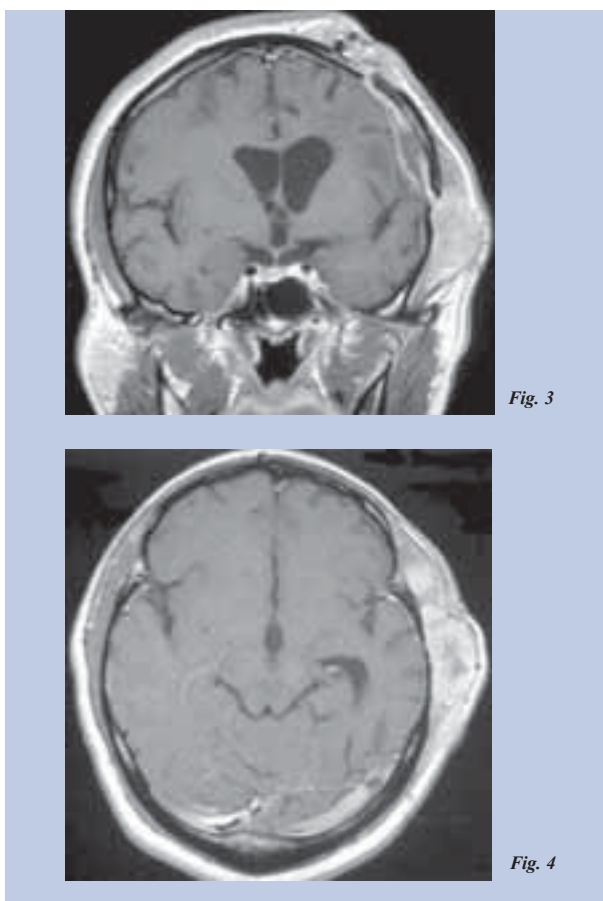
Ressonância magnética encefálica, imagens axial e coronal, ponderadas em T1 após a administração de gadolínio, demonstram espessamento e hipersinal da duramáter e colecção de nível hídrico epidural, subjacentes à craniotomia.
